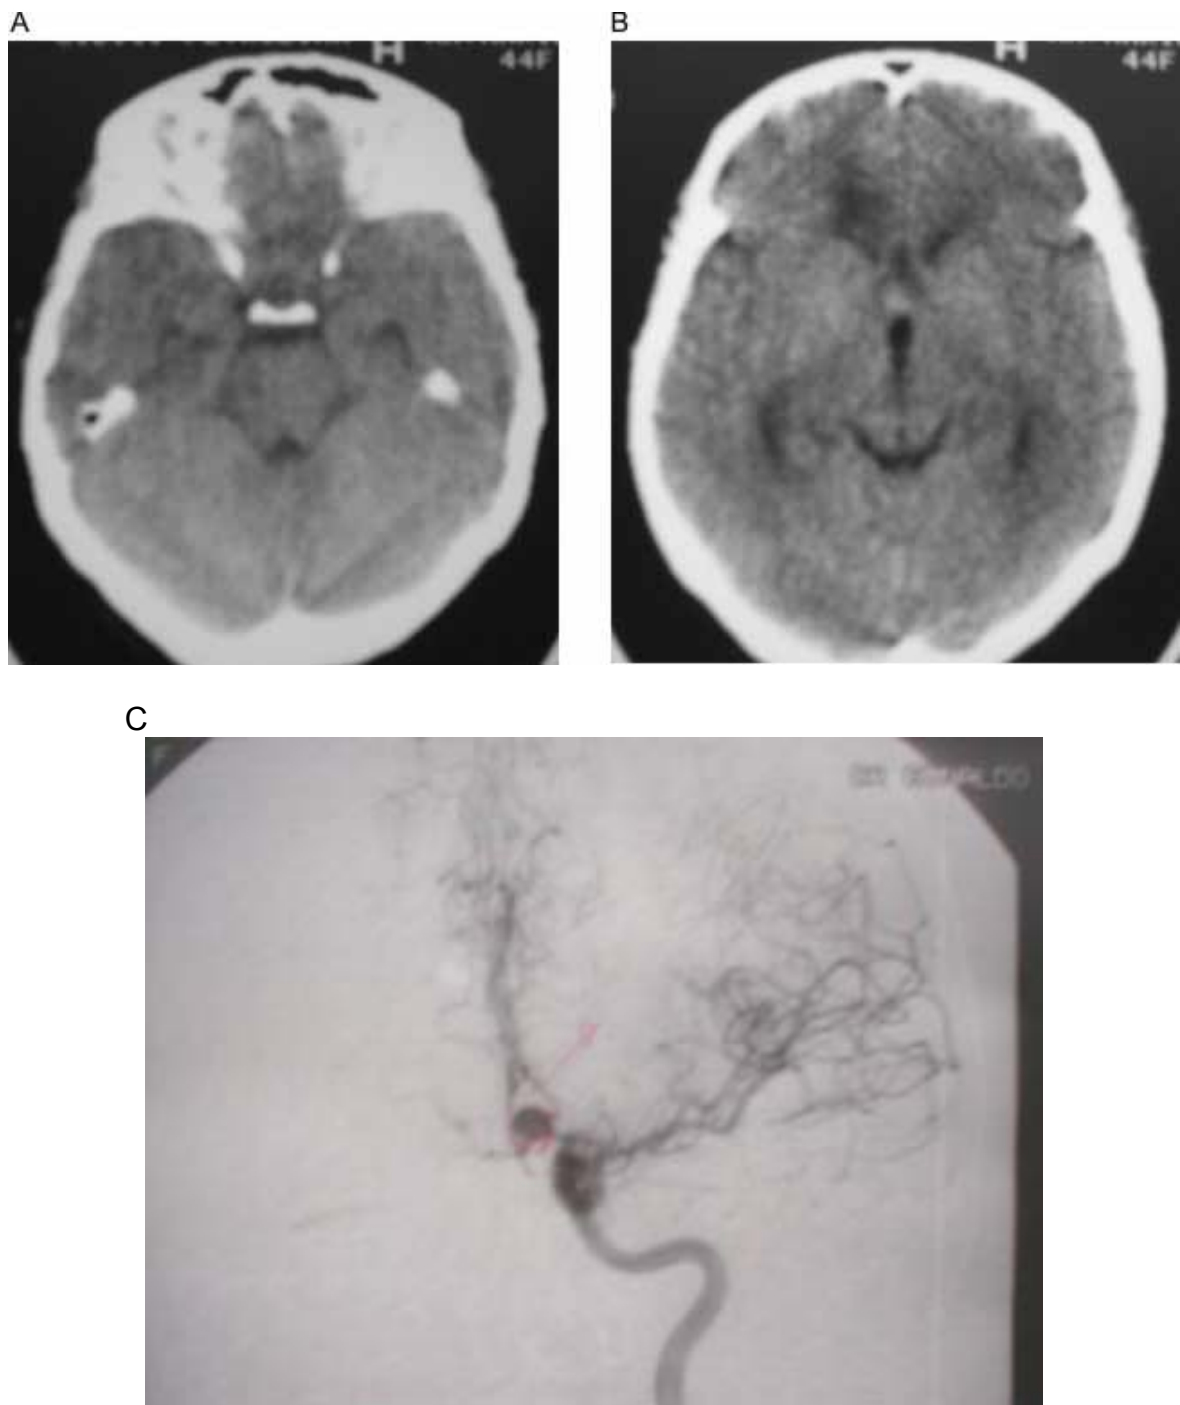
A - B - Tomografia cerebral computadorizada do paciente nº 20, Fisher 1. Notar a ausência de sangue visível na TAC.
